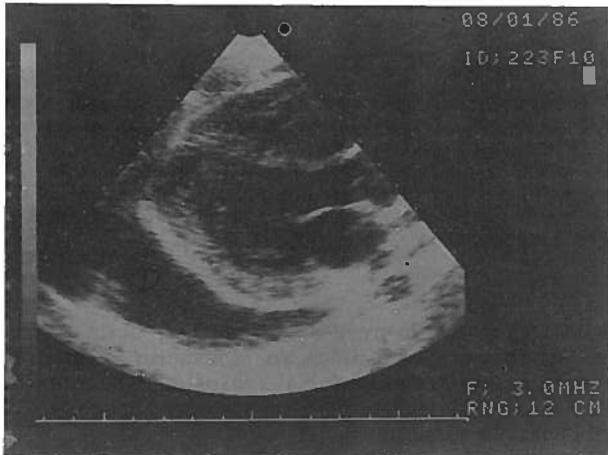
Ecocardiograma bidimensional obtido em posição para-esternal longo eixo, revelando abundante derrame pericárdico (D).
